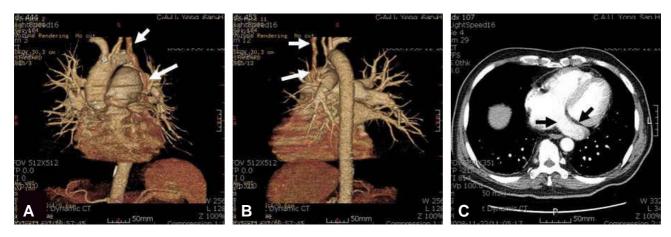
Chest CT scan. It revealed a remnant left superior vena cava (white arrows in A and B) draining into the dilated coronary sinus (black arrows in C).
